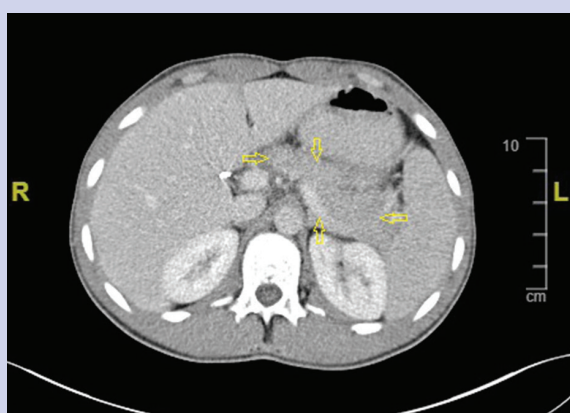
CT of the abdomen - patient with cholecystectomy, dilatation was not observed in the intra and extrahepatic biliary tract, the pancreas was normal.
